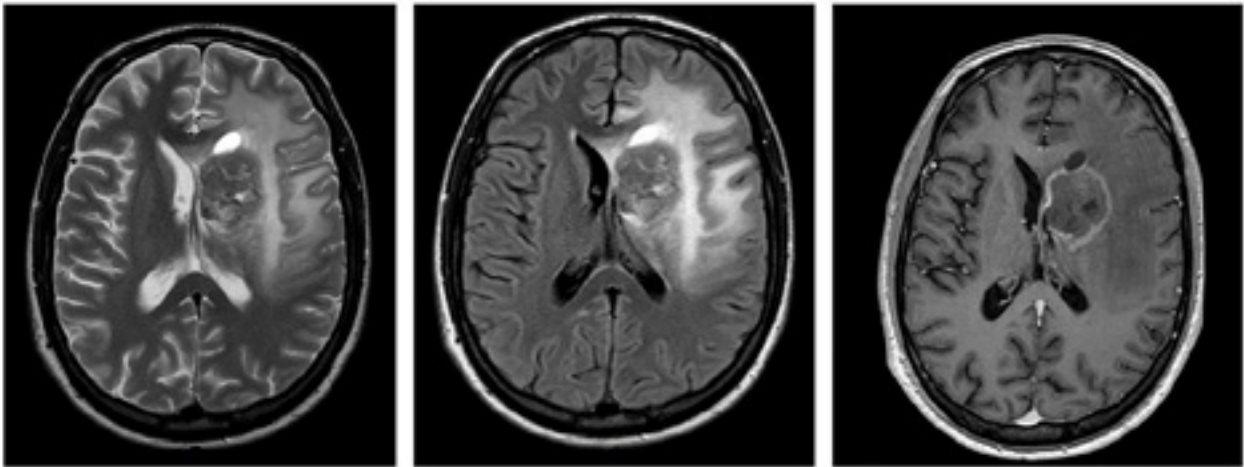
RMN de encéfalo con contraste (secuencias T2, Flair, Gadolinio de izquierda a derecha respectivamente). En región lenticulo capsular izquierda se observa voluminosa lesión heterogénea, levemente hipointensa en T2, con marcado edema vaso-génico, que colapsa de modo parcial el ventrículo lateral izquierdo y realce en anillo con gadolinio.
